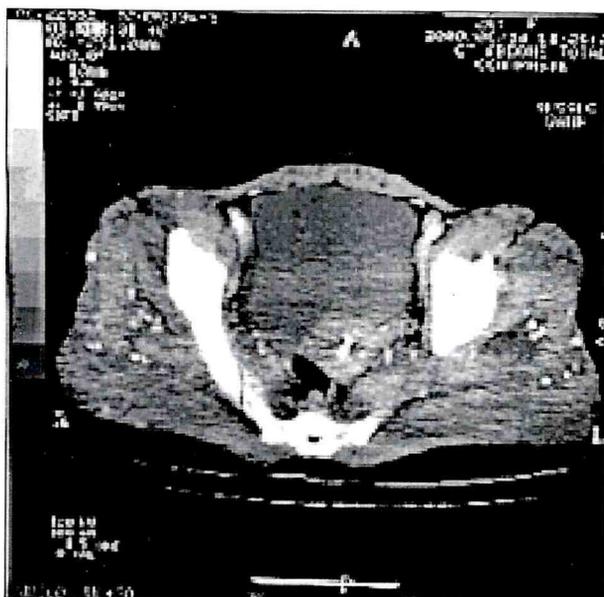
Tomografia computadorizada da pelve com calcificações na musculatura.
